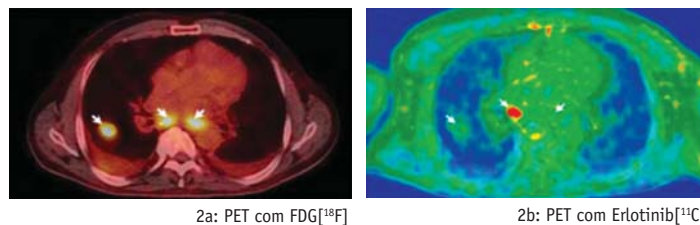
PET com FDG^[18F] e Erlotinibe^[11C] de um mesmo paciente com adenocarcinoma de pulmão. Observe linfonodos intracarinais e lesão no pulmão direito com captação de FDG^[18F] (aumento do metabolismo glicolítico). Apenas um linfonodo intracarinal apresenta captação significativa de Erlotinibe^[11C] (expressão de EGFR). Adaptado de Memon
